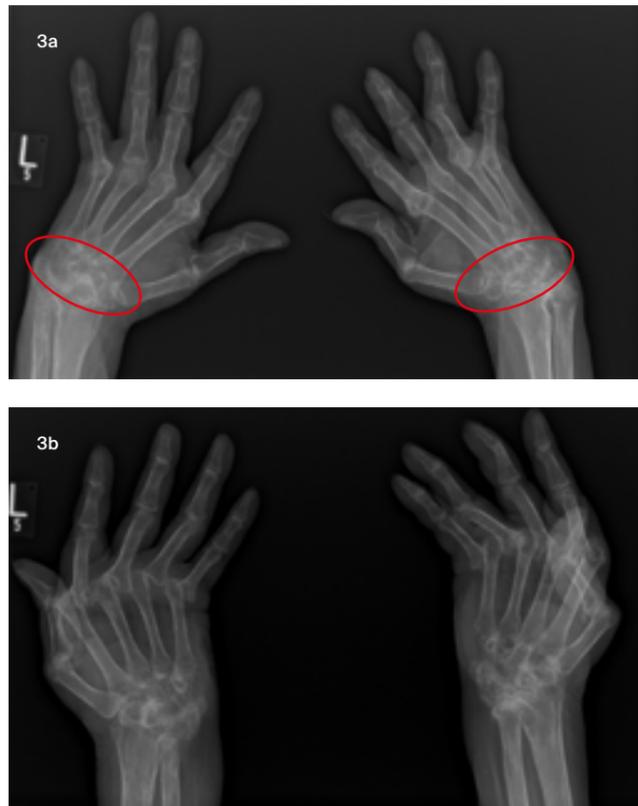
a, b: Röntgen der Hände der Kasuistikpatientin in 2 Ebenen 2019 mit ausgeprägten, erosiven Veränderungen, (Sub-)Luxationen und sog. „Os carpale“ (Fusion der Handwurzelknochen)
